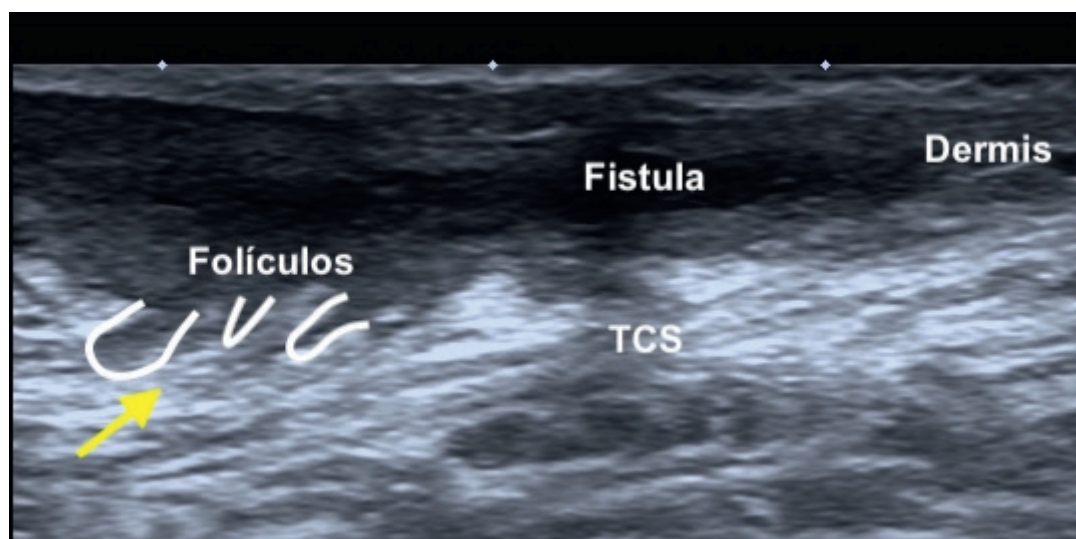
Imagen longitudinal de ultrasonido de alta resolución, que demuestra una estructura tubular de orientación oblicua, de bordes bien definidos y con contenido hipoeico, correspondiente a trayecto fistuloso. La flecha muestra un folículo dilatado en la base de esta, que es característico de HS.
